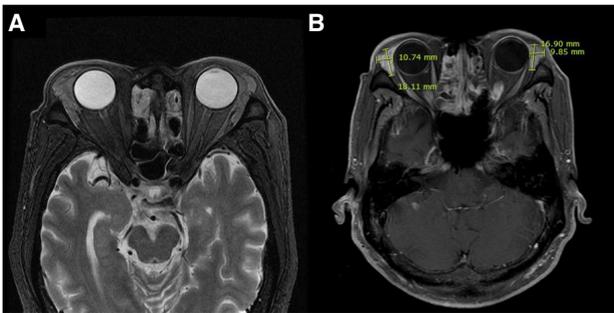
Ocular and brain magnetic resonance images of the patient. T2 fat saturated (A) and T1 enhanced (B) images show the enlargement of bilateral lacrimal glands.
